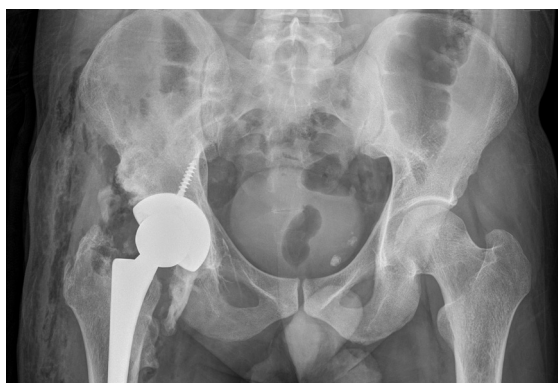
Рентгенограмма таза при поступлении: вывих головки эндопротеза с формированием костного ложа из гетеротопических оссификатов у передне-верхнего края вертлужного компонента, отсутствие признаков расшатывания компонентов эндопротеза
